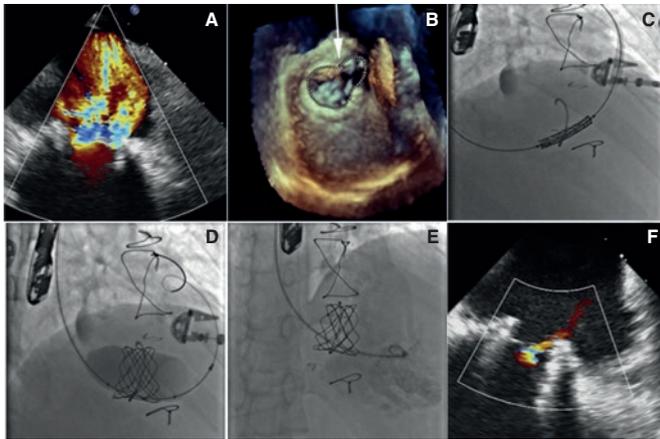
A: ecocardiograma transefágico (ETE) que muestra una insuficiencia tricuspídea grave. B: medición del anillo con ETE tridimensional. C: avance de la prótesis Melody sobre el anillo tricuspídeo. D: posdilatación de la prótesis con balón de 24 mm. E y F: ventriculografía derecha y ETE con correcta aposición de la prótesis sin insuficiencia significativa.
